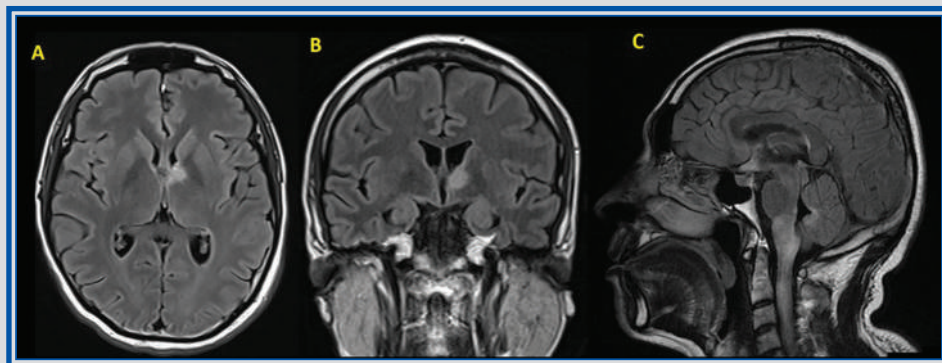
Capítulo 28. Resonancia magnética de cráneo en corte axial, coronal y sagital. Identificando una hiperintensidad a nivel anterior del tálamo izquierdo, hipotálamo, así como la lesión extensa del tronco encefálico y alrededor del cuarto ventrículo.
